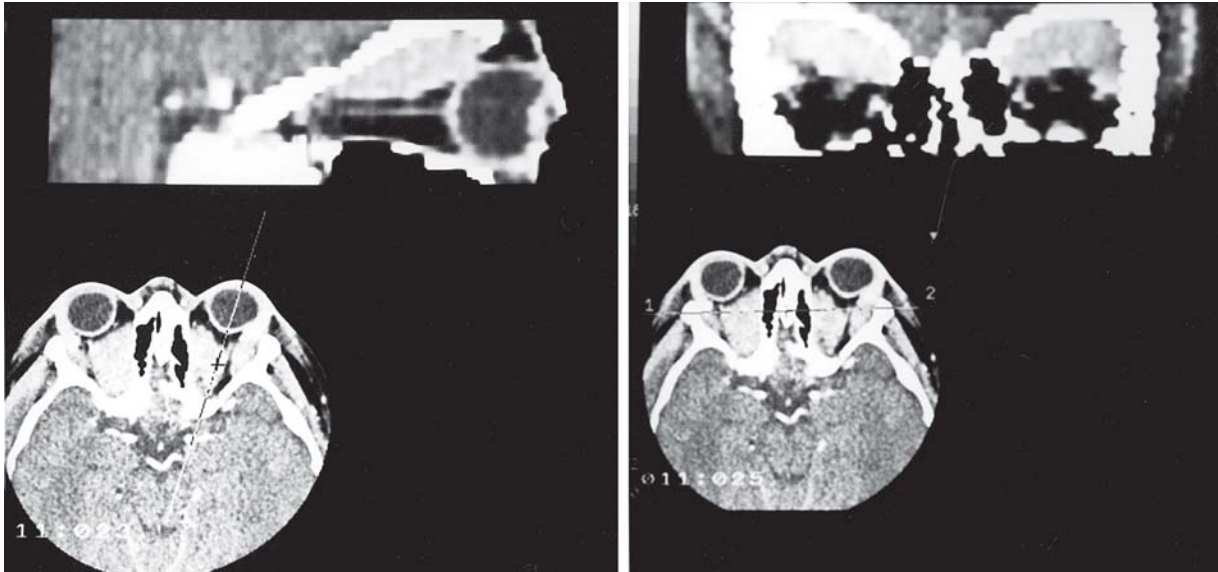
Corte axial da tomografia computadorizada sem contraste e as reconstruções sagital e coronal, demonstrando o hematoma intra-orbitário bilateral.
